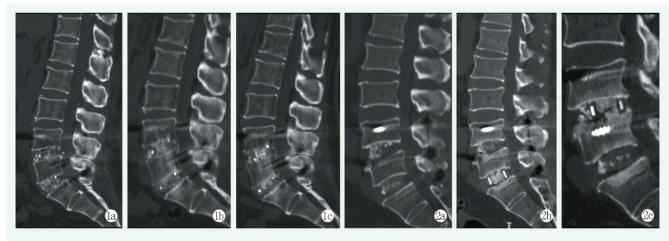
患者,女,64岁,BMP组,腰椎管狭窄症,接受 L₄~S₁ PLIF 术治疗 1a: 术后 1 周 CT 显示 L_{4/5}和 L₅S₁ 笼架位置良好,无沉降 1b: 术后 6 个月 CT 显示 L_{4/5}和 L₅S₁ 笼架位置良好,无沉降,L_{4/5}上下终板均出现骨桥,Lenke 融合评级 I 级;L₅S₁下终板融合稍差,Lenke 融合评级 II 级 1c: 末次随访 CT 显示 2 个节段均达到 Lenke 融合评级 I 级,笼架均无沉降 图 2 患者,男,80岁,自体骨组,腰椎滑脱症,接受 L₄~S₁ PLIF 术治疗 2a: 术后 1 周 CT 显示 L_{4/5}和 L₅S₁笼架位置良好,无沉降 2b: 术后 6 个月 CT 显示 L_{4/5}笼架下终板出现轻度沉降,L₅S₁笼架无沉降。2 个间隙上下终板均未出现明显骨桥,Lenke 融合评级 II 级 2c: 末次随访 CT 显示 L_{4/5}笼架出现轻度沉降,L₅S₁笼架无沉降;L_{4/5}融合程度 I 级,L₅S₁融合程度仍为 II 级
